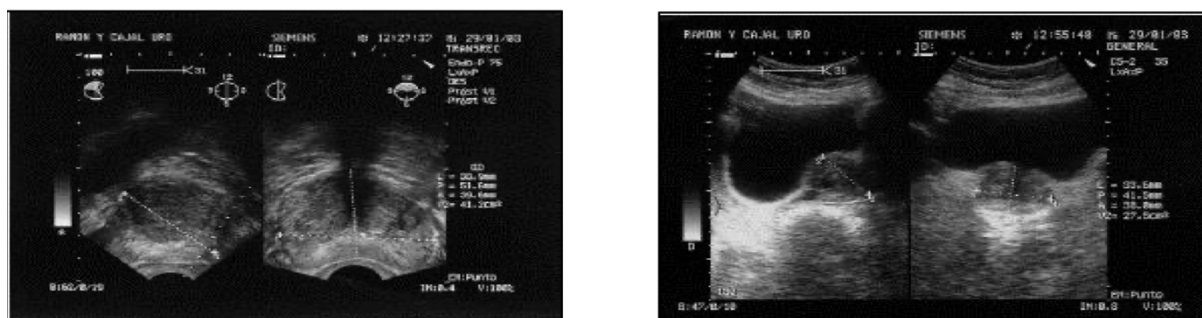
Ecografía transrectal (izquierda): sección longitudinal (izquierda) y transversal (derecha). Ecografía abdominal (derecha): sección longitudinal (izquierda) y transversal (derecha). HBP medidas anteroposterior (L), transversal (P) y longitudinal (A). Disponible en: http://scielo.isciii.es/scielo.php?script=sci_arttext&pid.
